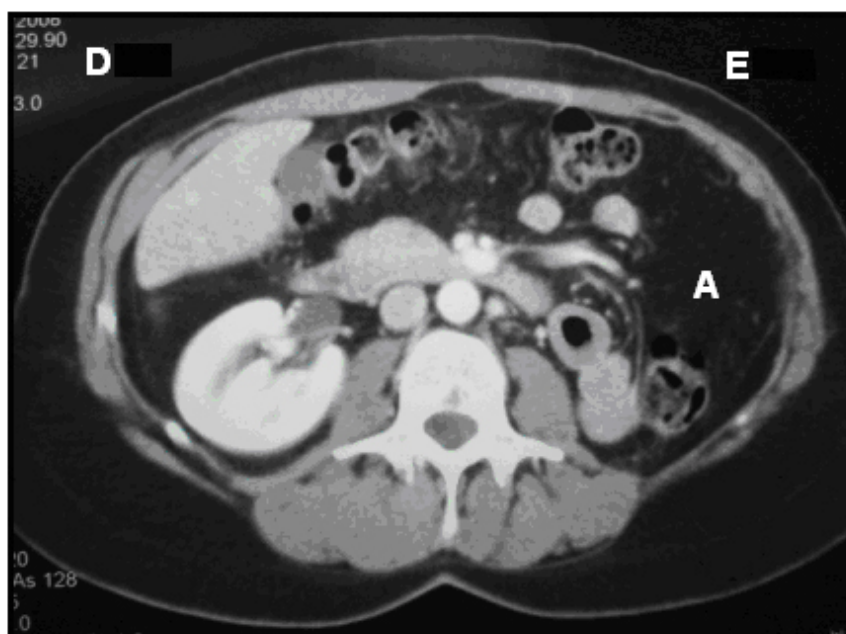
TAC abdominal de gener de 2007. S'observa una massa sòlida, heterogènia, amb calcificacions al ronyó esquerre de 10 cm de mida màxima, que ocupa l'espai gras prerrenal i afecta la fàscia de Gerota (1). Fetge sense alteracions (2). Ronyó dret preservat (3). Ronyó esquerre afectat (4). La glàndula pancreàtica mostra zones de contacte, però no s'aprecia infiltració tumoral, ni adenopaties valorables. Tampoc la melsa, les glàndules suprarrenals ni les estructures vasculars estaven afectades.
